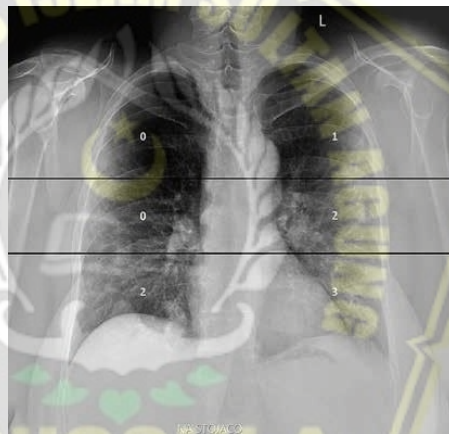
Gambaran X-Foto Toraks dengan skor RALE 8
